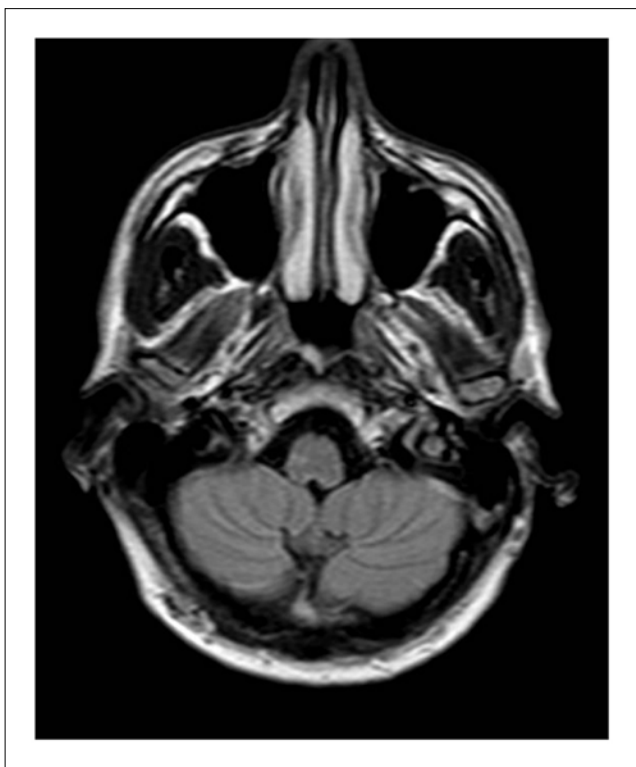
Resonancia magnética craneal que muestra lesiones desmielinizantes a nivel protuberancial.
